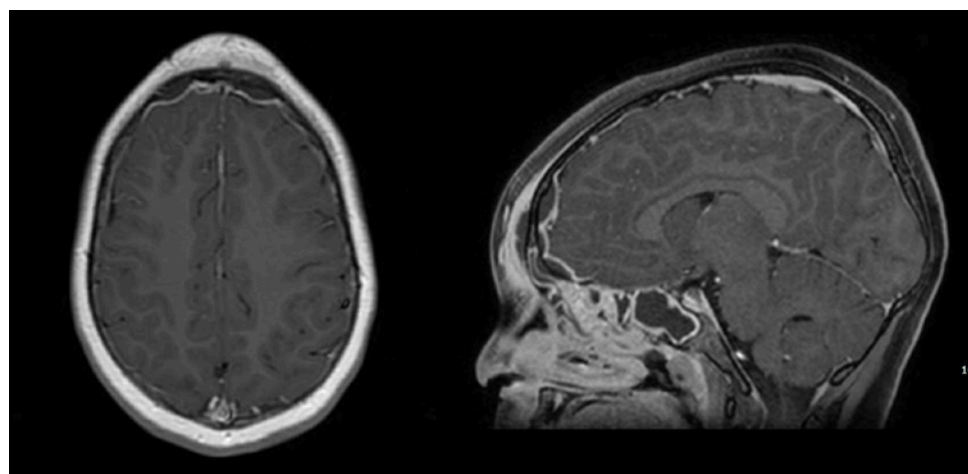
RMN che evidenzia in sede frontale extrassiale raccolte flogistico-ascensuali pluriconcamerate.
